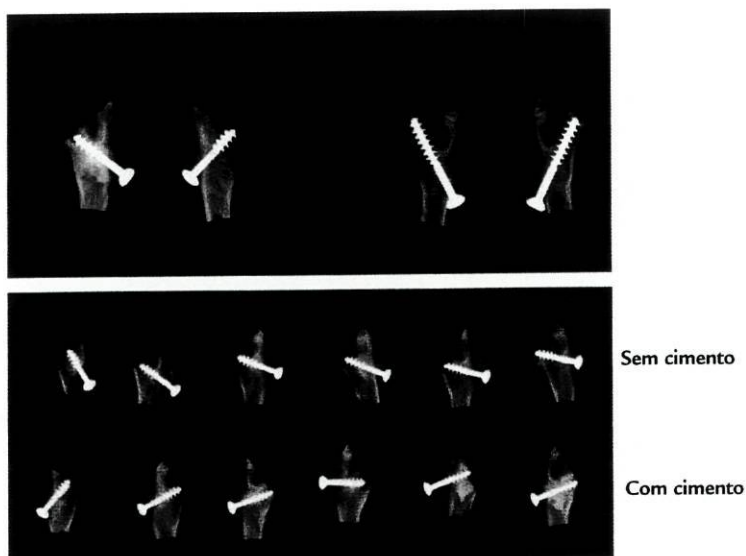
Radiografias efectuadas após o ensaio mecânico. Observa-se o cimento íntegro. Houve apenas abertura do cilindro onde estava o parafuso permitindo a sua exteriorização.
